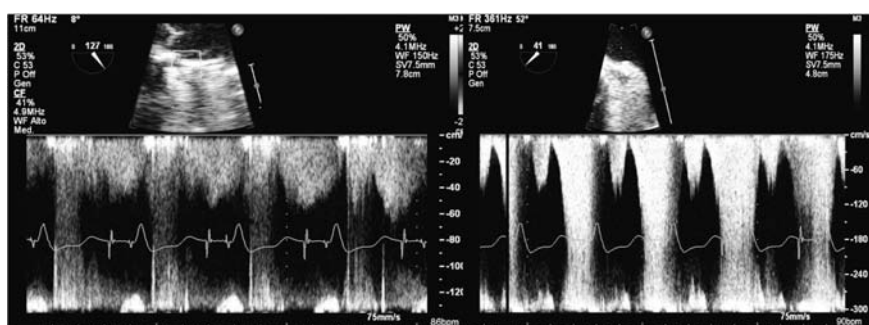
Flussimetria Doppler coronarica.*
